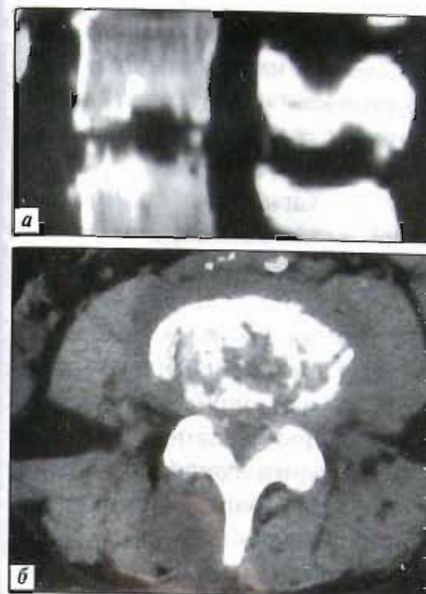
Деструкция позвонка при гнойном остеомиелите. Компьютерная томография в сагиттальной (а) и горизонтальной (б) проекциях.
